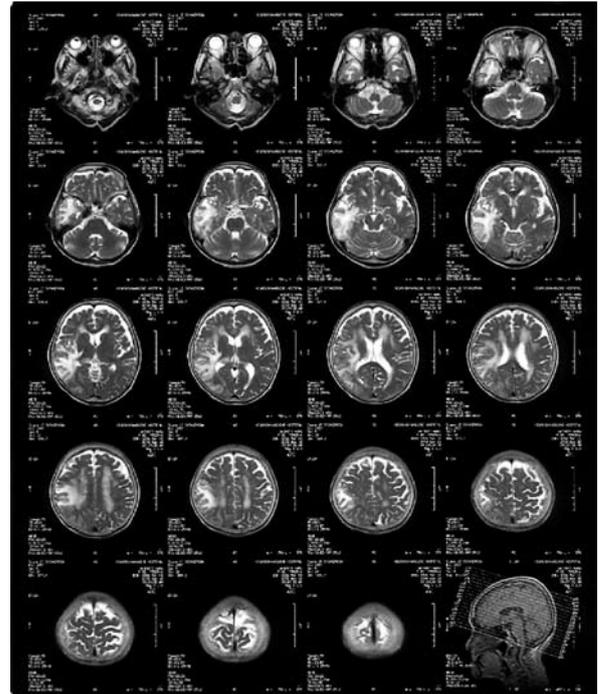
初診時 MRI (T2 強調画像) (平成 20 年 12 月 18 日前医での MRI)
